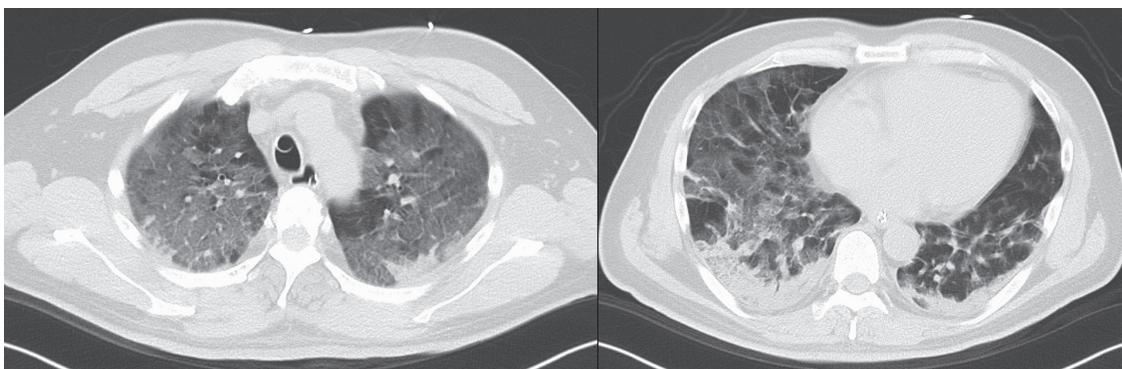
Chest computed tomography on admission of the second patient. Shadows with ground-glass opacity were observed in the bilateral whole lung lobes.
